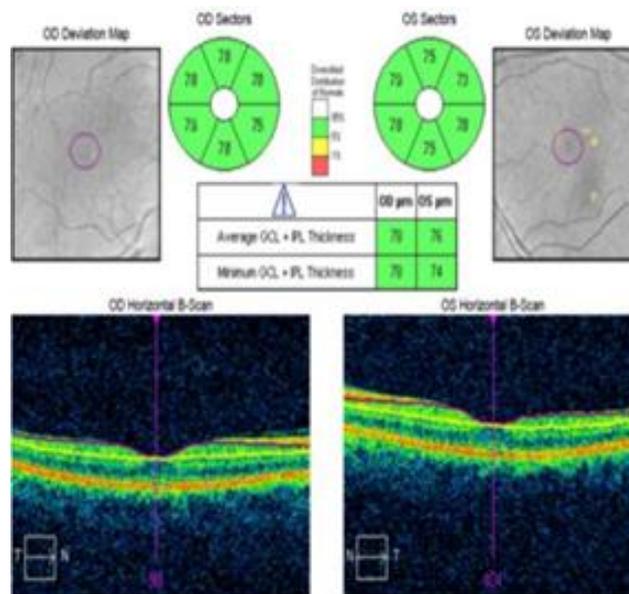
Imagen de tomografía de coherencia óptica macular.
